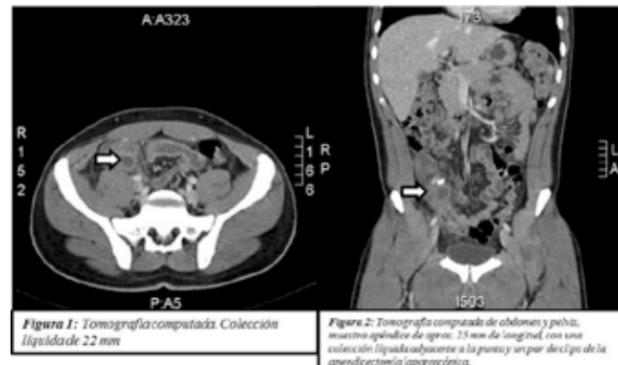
Tomografía computada de abdomen y pelvis, muestra apéndice de aprox. 25 mm de longitud, con una colección líquida adyacente a la punta y un par de clips de la apendicectomía laparoscópica.
